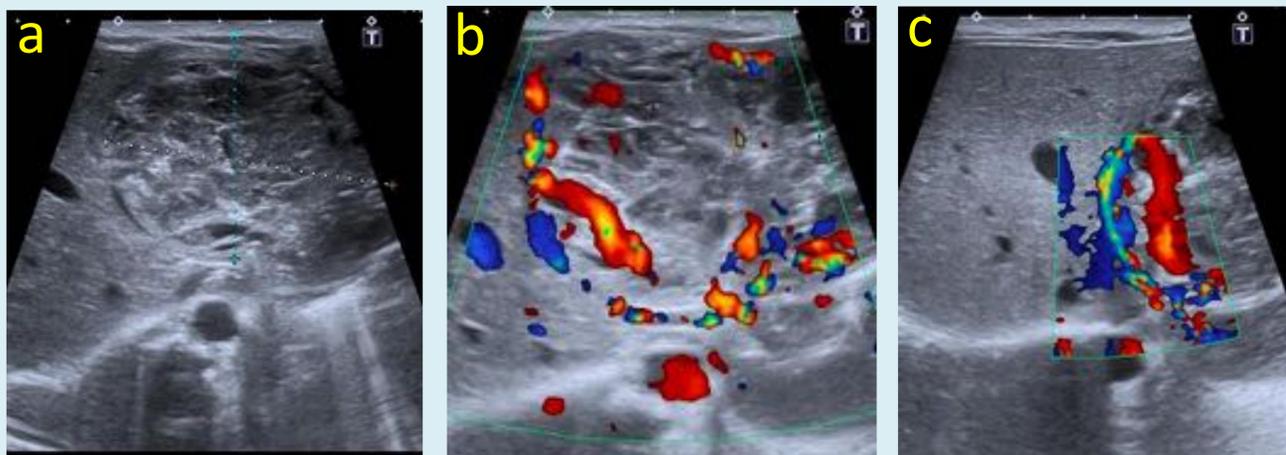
Ecografía en modo B (a) y doppler (b y c). Lesión focal hepática situada en LHI, de ecogenicidad heterogénea por áreas quístico-necróticas en relación con hemangioma infantil. Presentan vascularización central y periférica.
